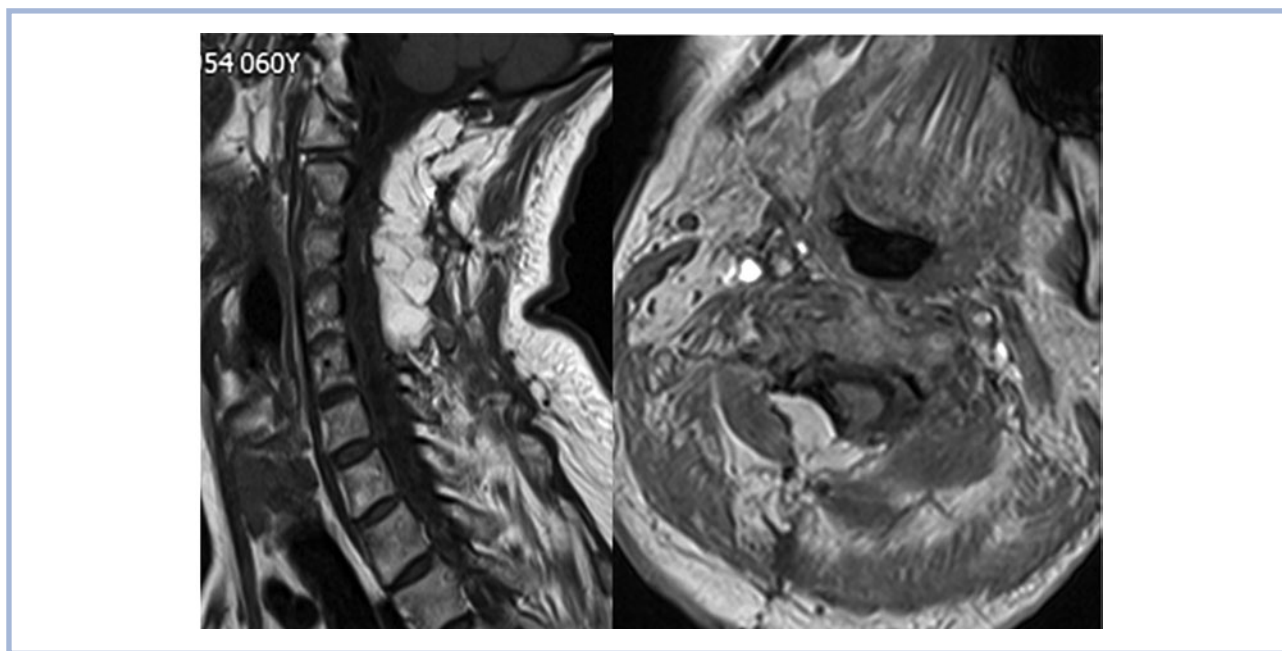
МРТ-томограмма шейного отдела позвоночника больного Т. с контрастным усилением в первые сутки после операции, аксиальная и сагиттальная проекции.
